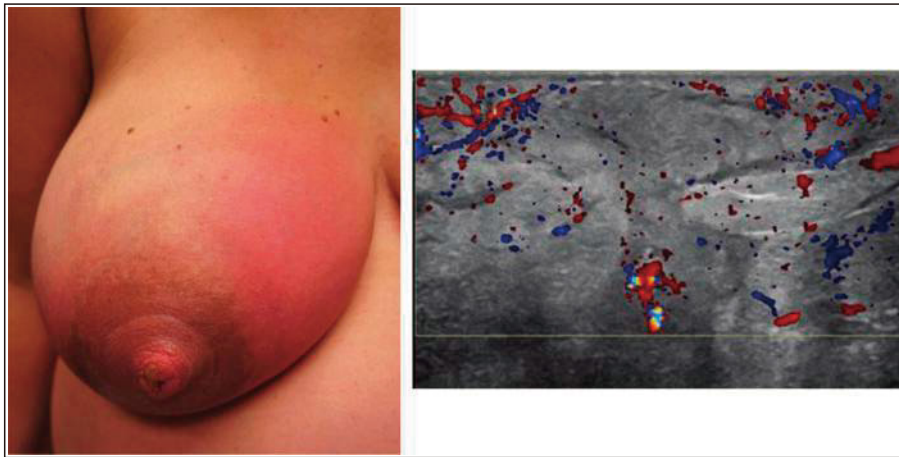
右乳房の内側上半分に乳腺炎があり、超音波でうっ血と液体貯留を伴わない浮腫が見える
